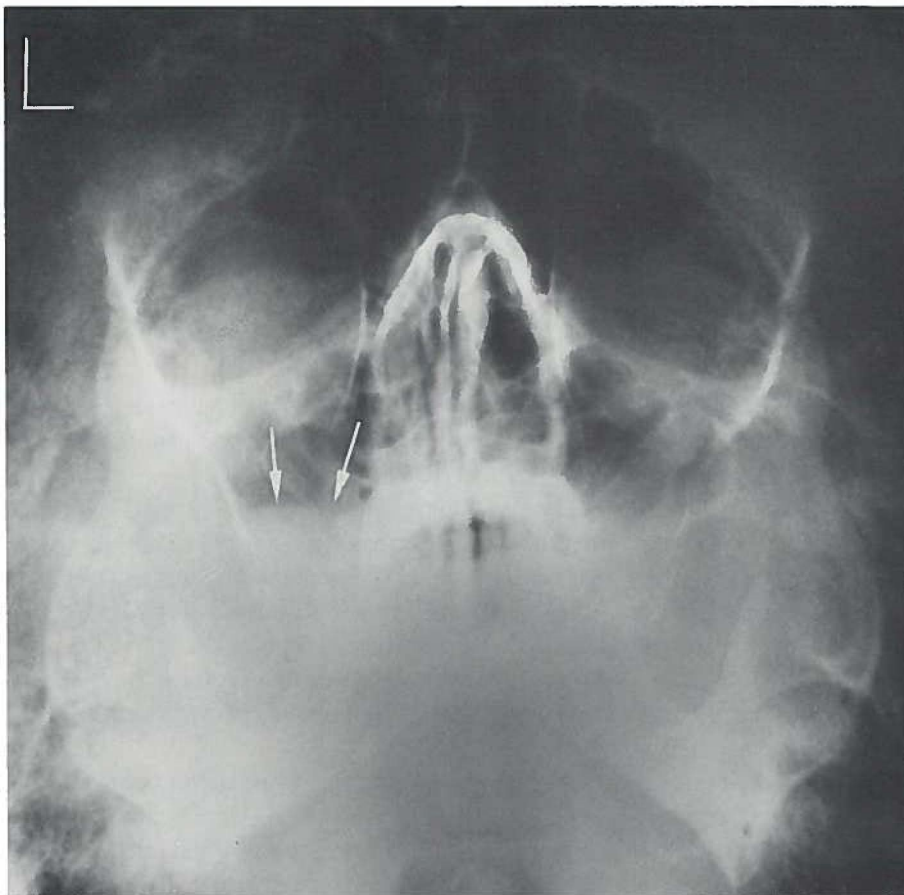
Lokale zwelling van het sinusslijmvlies, beperkt tot de recessus alveolaris bij een chronische sinusitis, uitgaande van periapicale ontstekingen (zie fig. 32) (Pk. 68/1069).
